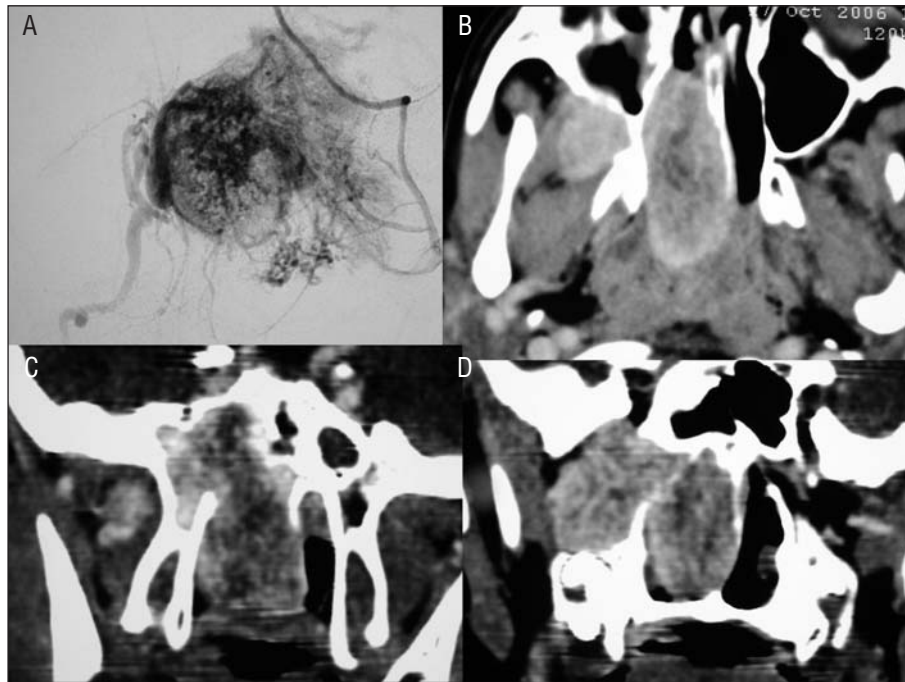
Imágenes de resonancia magnética (B, C, D) de angiofibroma en reloj de arena (B y D), así como afección de apófisis pterigoides (C) con angiografía (A) que muestra el aporte vascular.
